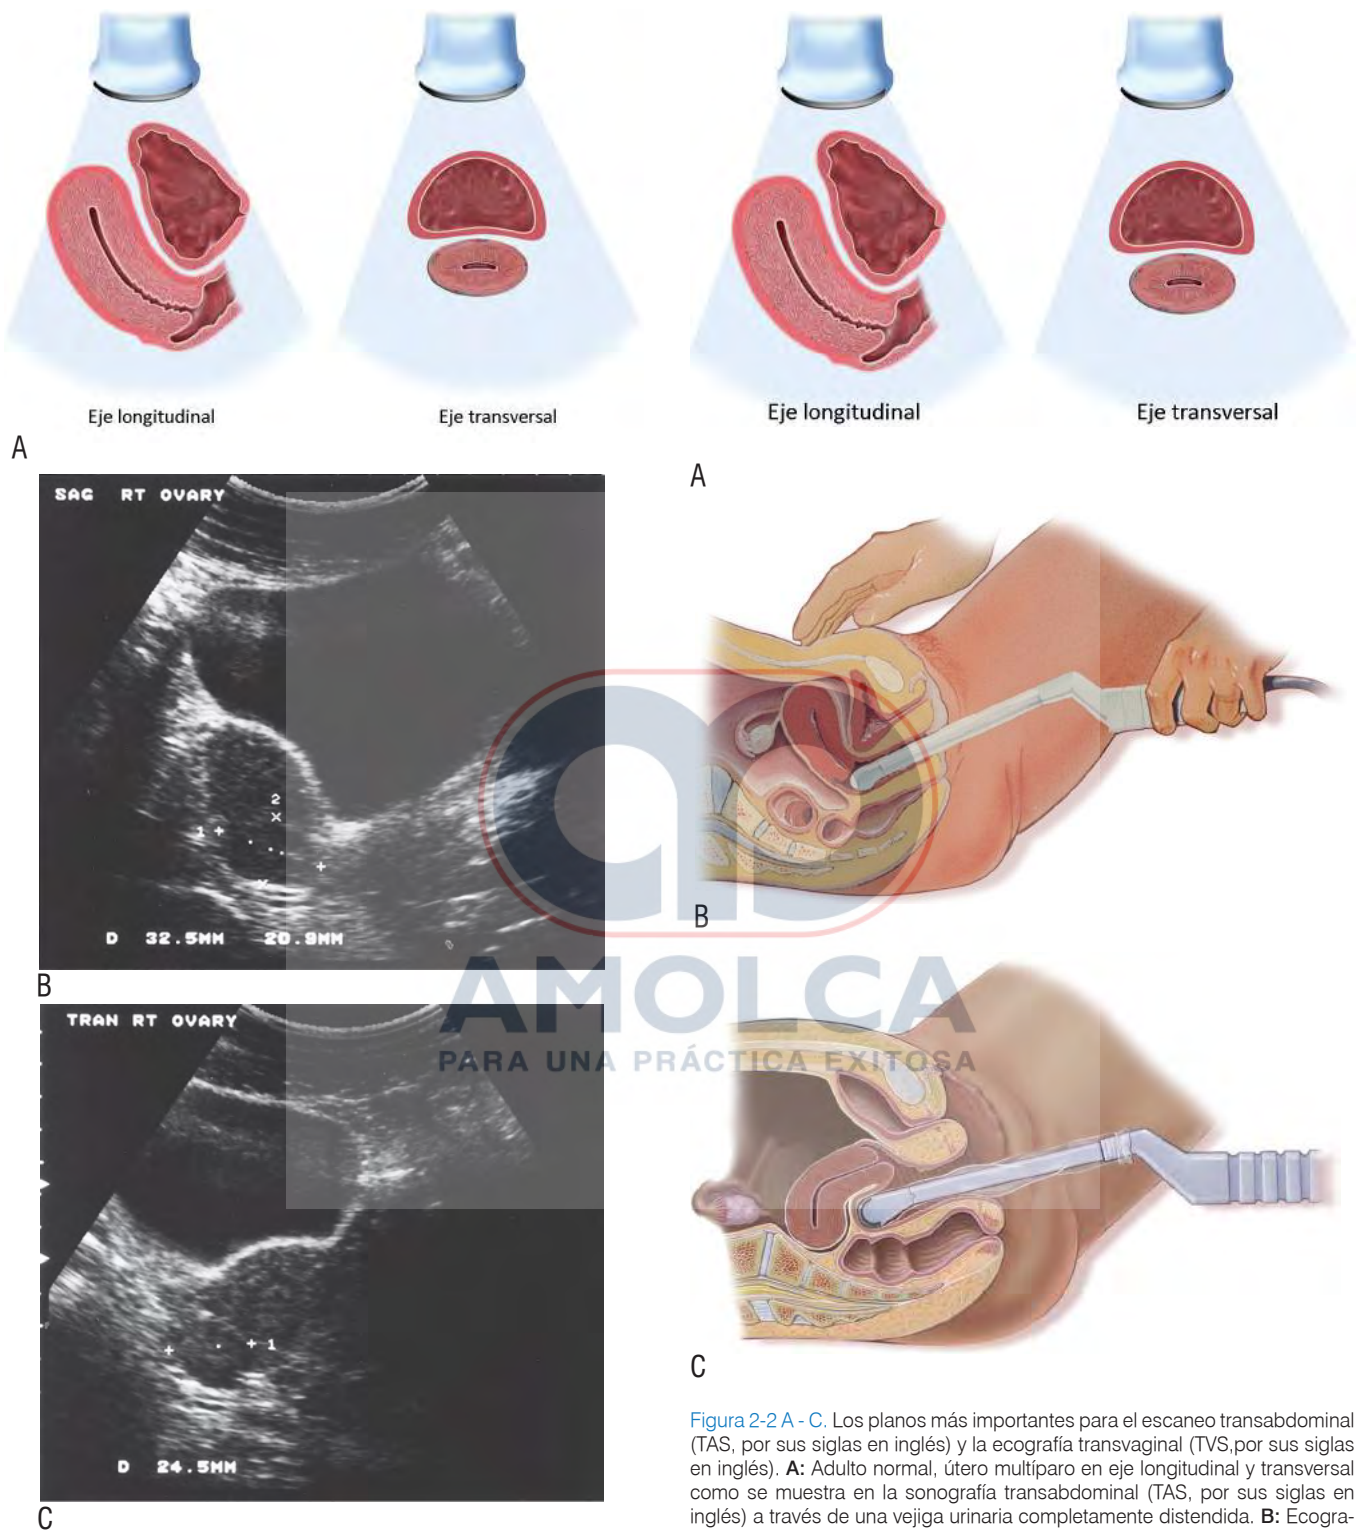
A - C. Planos sonográficos (A) y sonografías pélvicas transabdominales representativas (B y C). Sonografías transabdominales (TAS, por sus siglas en inglés) en eje longitudinal (B) y eje transversal (C) junto a sonografías usuales que muestran el útero y el ovario derecho en el plano sagital y el ovario derecho y el útero en el plano transversal (entre los cursores). Por convención, la izquierda de la imagen muestra la porción cefálica o superior del paciente, mientras que la derecha del paciente se muestra a la izquierda de la imagen escaneos transversales.
